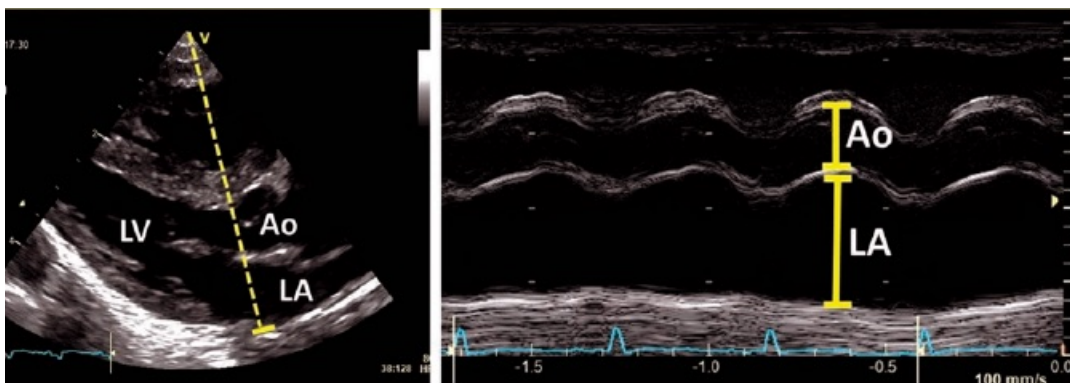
Ecografía en plano longitudinal largo, modo M para medición de la relación aurícula izquierda / aorta⁹
